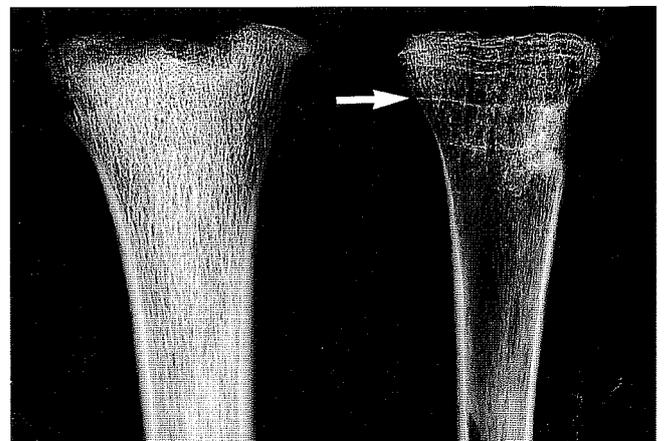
Röntgenaufnahme im anterior-posterioren Strahlengang. Linke Bildseite: Proximale Tibia (links) eines 12-14jährigen Kindes (Wandersleben Grab 230) ohne Anzeichen von Harris-Linien. Rechte Bildseite: Proximale Tibia (links) eines 6-8jährigen Kindes (Wandersleben Grab 161) mit deutlich ausgeprägten Harris-Linien.
